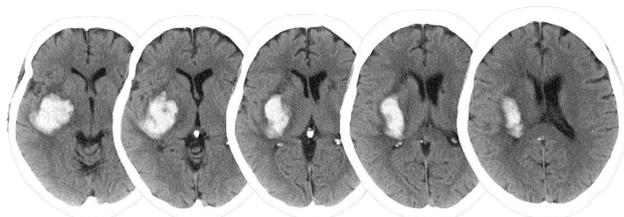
CT scan after admission to acute hospital.
